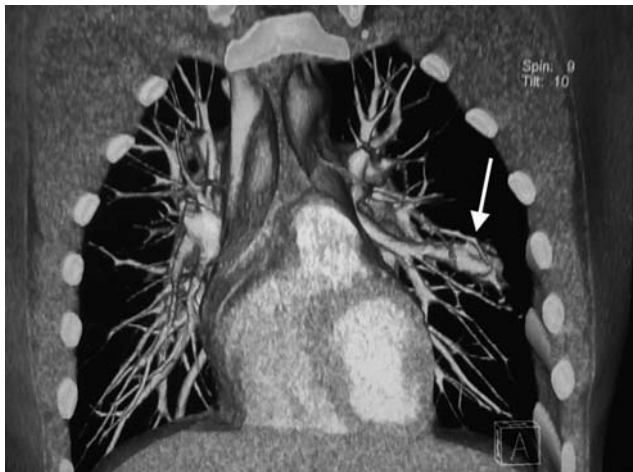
Спіральна КТ ОГП 3D реконструкція. АВФ у фронтальній площині.
